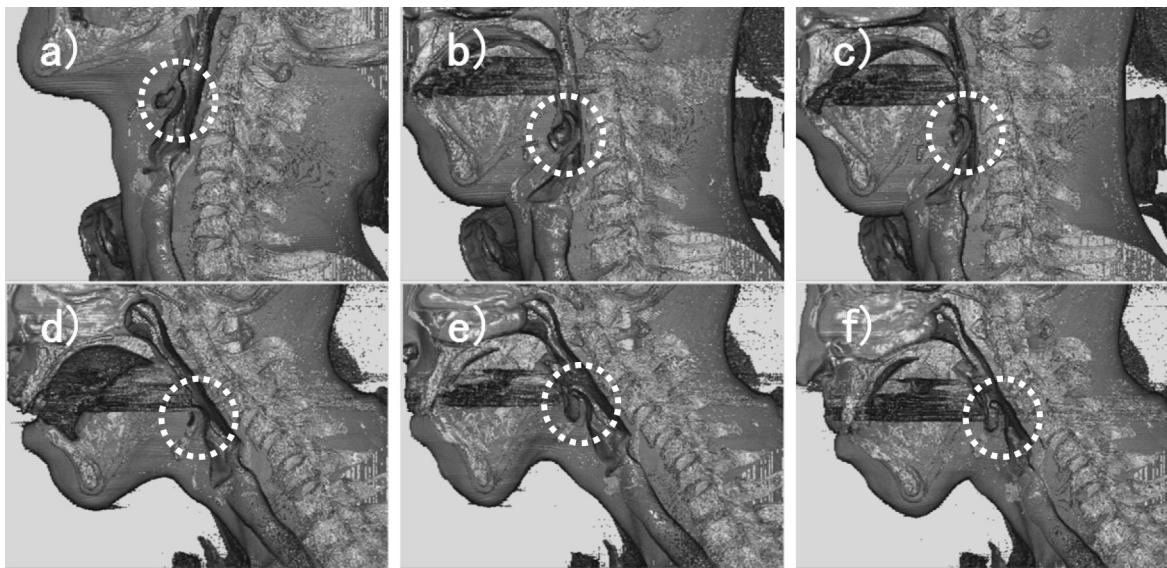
X線CTより作成した各姿勢における喉頭蓋付近の3次元画像
